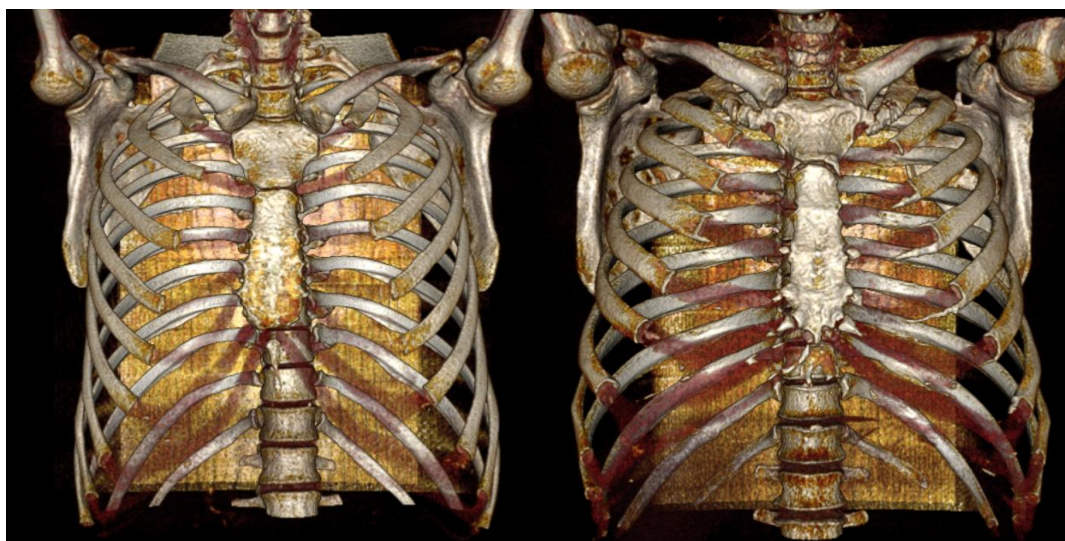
Реконструированные МСКТ-изображения грудной клетки
